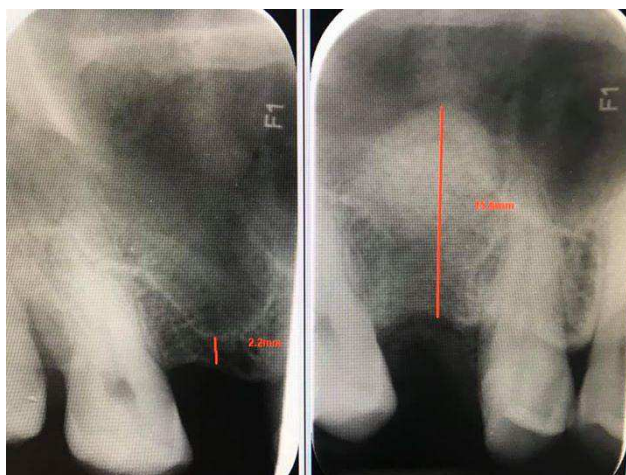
Caso clínico utilizando a técnica de osseodensificação. (a) radiografia inicial com uma altura residual de osso de 2,2mm; (b) radiografia após osseodensificação com aumento visível de altura útil conseguido com introdução de osso heterólogo.
